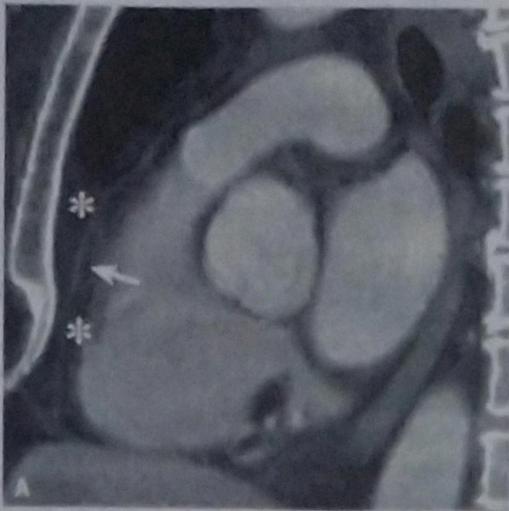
Pericardio. A) Pericardio normal. Reconstrucción sagital. El pericardio (membrana que envuelve al corazón y al origen de los grandes vasos) se manifiesta como una banda lineal fina. En la tomografía computarizada (TC) el pericardio (Flecha) es más evidente en la cara anterior, donde se encuentra rodeado por grasa (*).⁶
